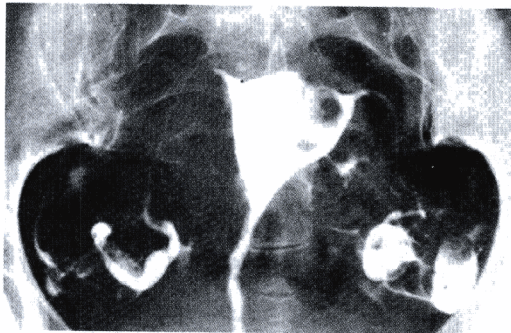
异常子宫出血的子宫X线片，显示在左宫角附近有一不规则充盈缺损。该图片很难给出一个恰当的诊断。
